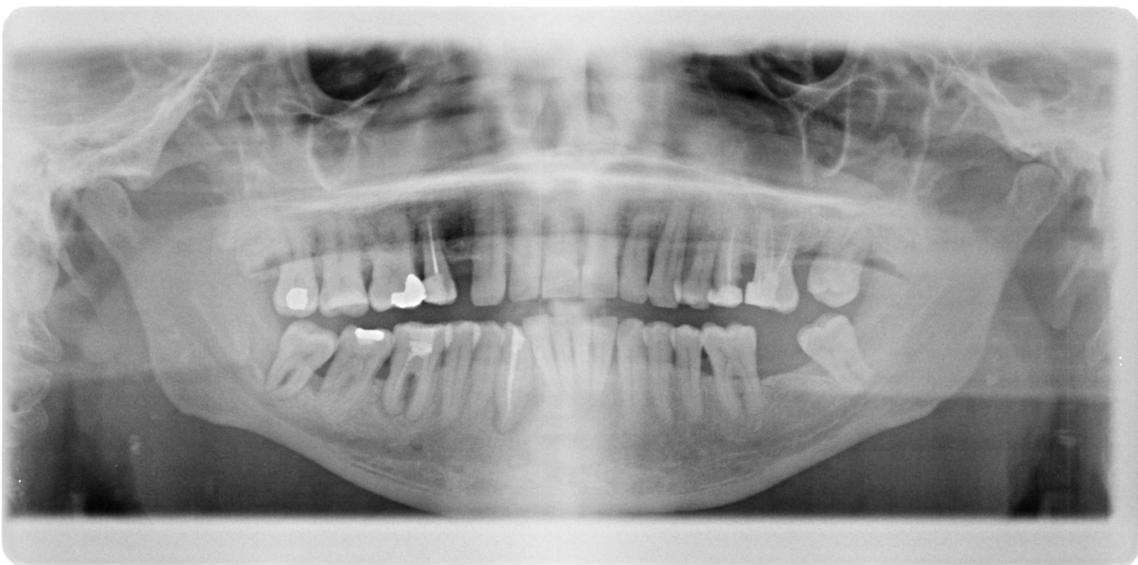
Ortopantomografia – 4/07/2017
